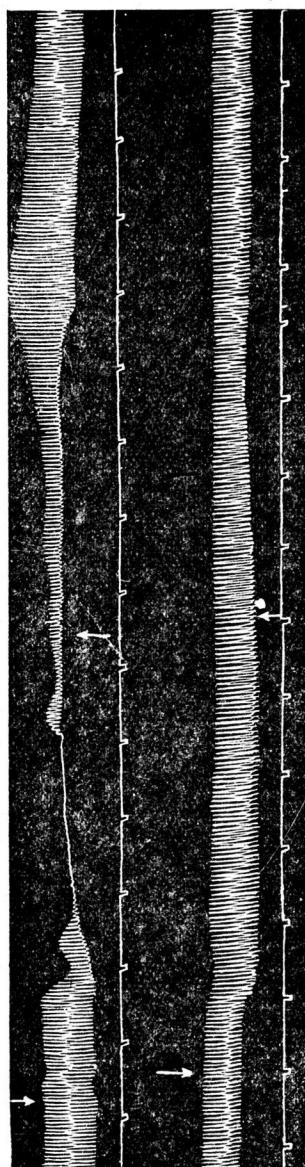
Работа сердца нормальной лягушки. Верхняя кривая — лапка. Запись сердечных сокращений при перфузии раствора ацетилхолина ($1 \cdot 10^{-7}$), предварительно пропущенного через сосуды передней конечности. Нижняя кривая — печень. Запись сердечных сокращений при перфузии раствора ацетилхолина ($1 \cdot 10^{-7}$), предварительно пропущенного через сосуды печени. Стрелками обозначены начало и конец перфузии раствора ацетилхолина. Отметка времени через 30 сек.
